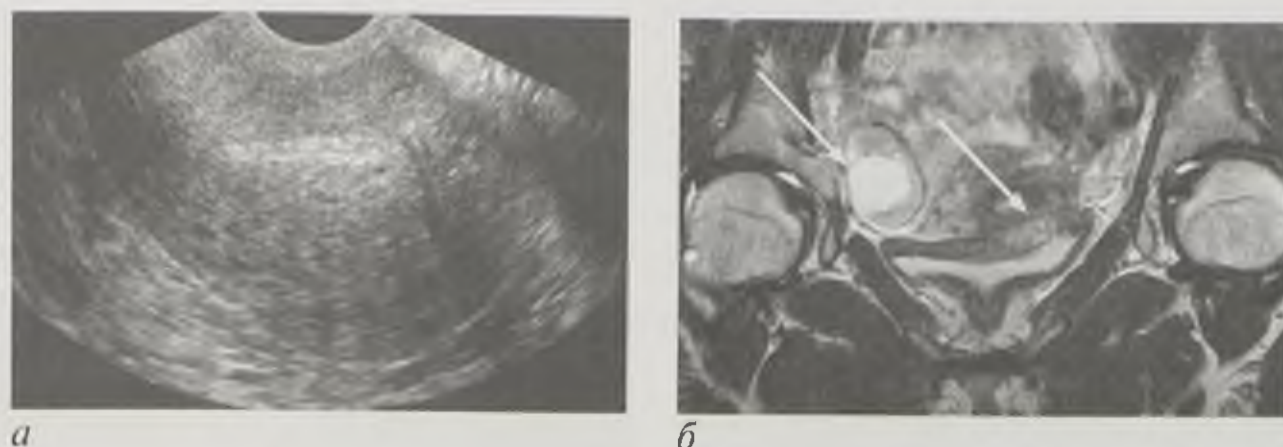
Эндометриоз: *а* — эхограмма; *б* — магнитно-резонансная томограмма, Т2-взвешенное изображение (стрелками указаны эндометриоидная киста правого яичника и поражение стенки мочевого пузыря)
